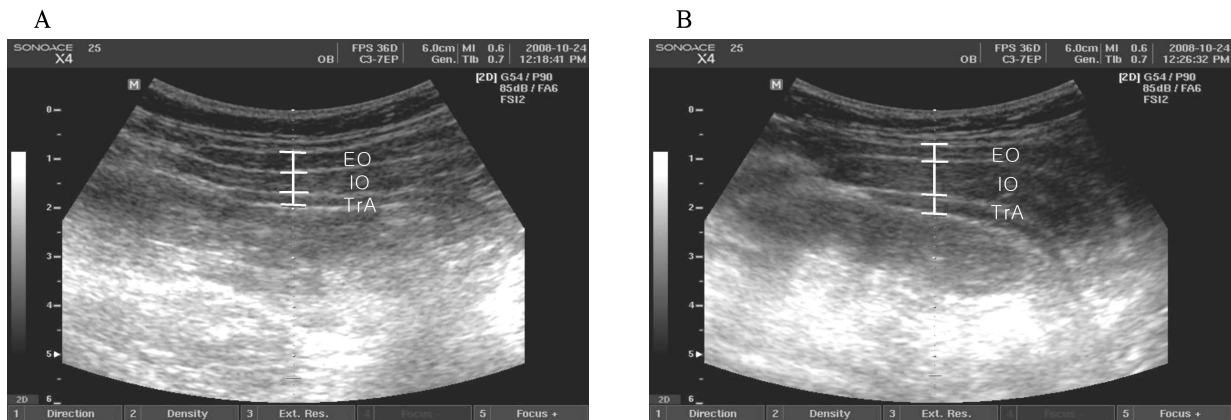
Typical ultrasound image of the abdominal muscles at resting (A) and during single leg holding with non-dominant side leg(B) Note. EO: External Oblique, IO: Internal Oblique, TrA: Transverse Abdominis
